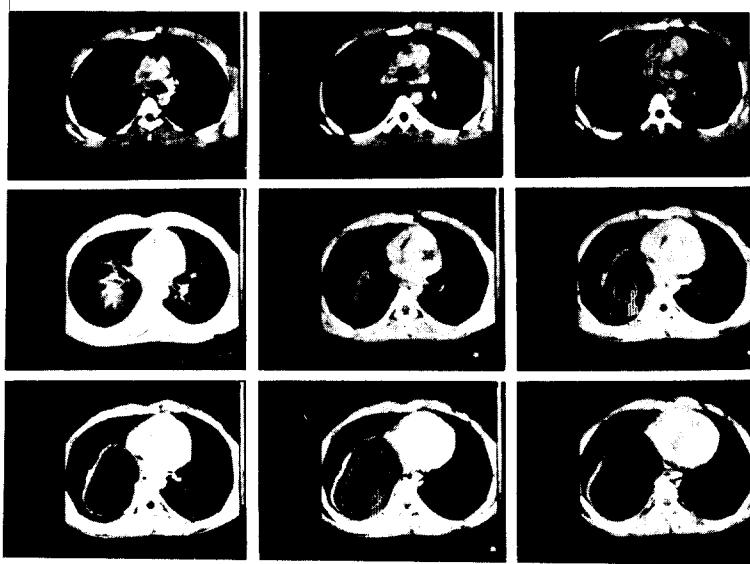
(症例 2) 手術前 胸部 컴퓨터 단층촬영 所見
